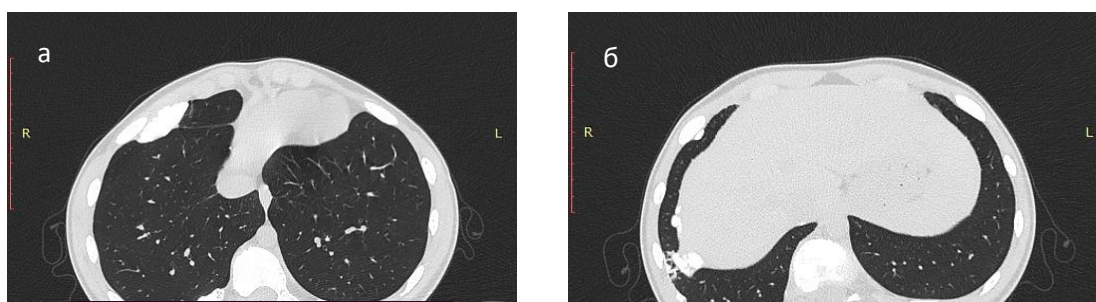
(а, б). Компьютерные томограммы органов грудной клетки ребенка П., 15 лет перед операцией. Отчетливо определяются метастатические очаги в области переднего отрезка VI ребра справа (а), очаговые изменения, расположенные субплеврально и в области диафрагмы (б)
